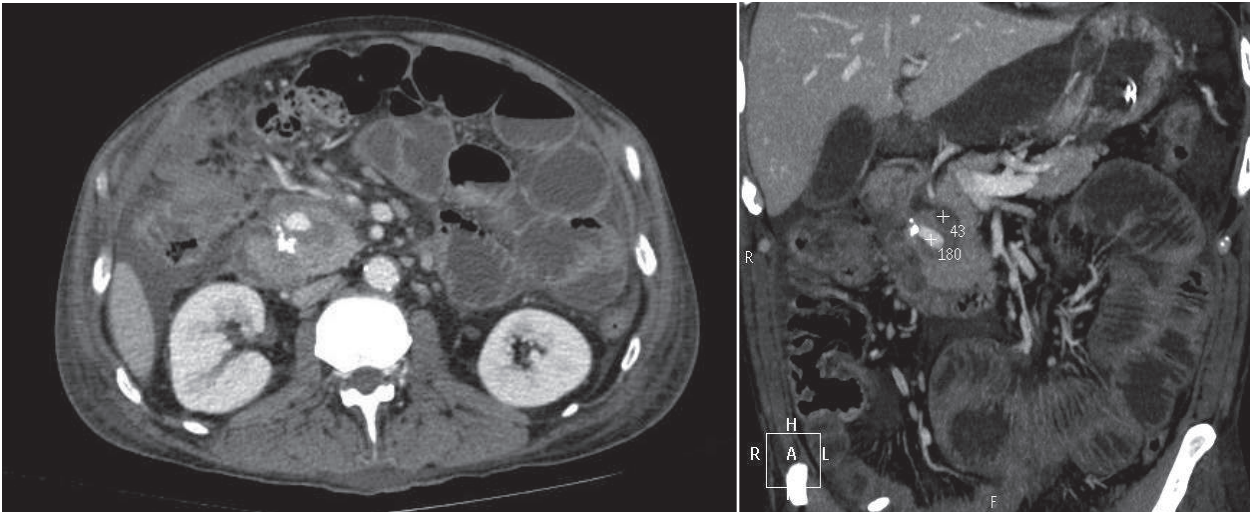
Tomografía computarizada de la cabeza pancreática
